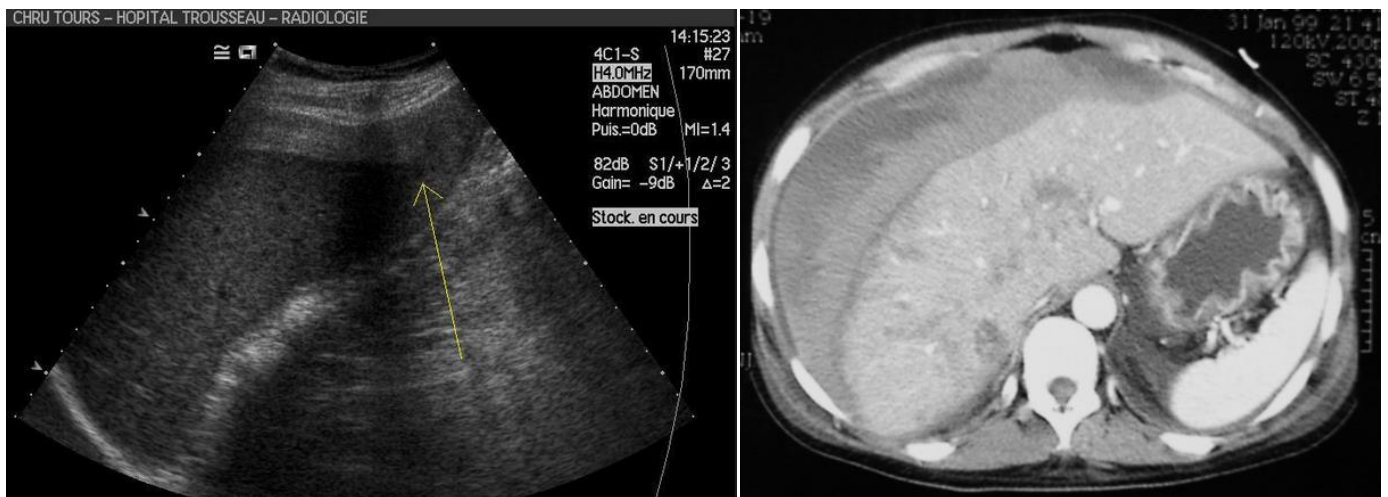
Echographie et TDM abdominales mettant en évidence un hématome sous capsulaire.
